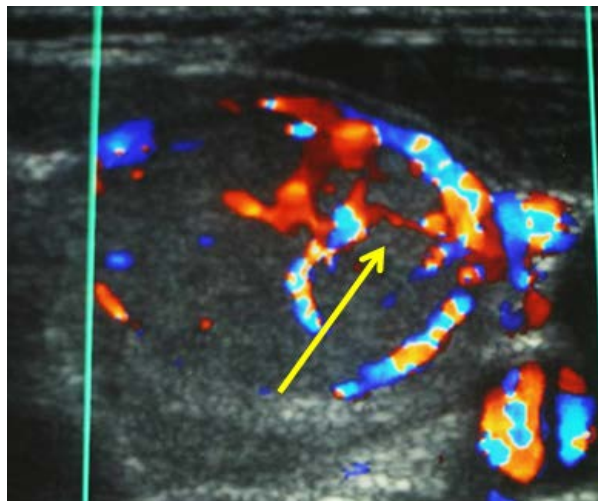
Estudio con Doppler color. Nódulo con con distribución de los vasos rectos desde la periferia al centro. Otro adenoma folicular.
